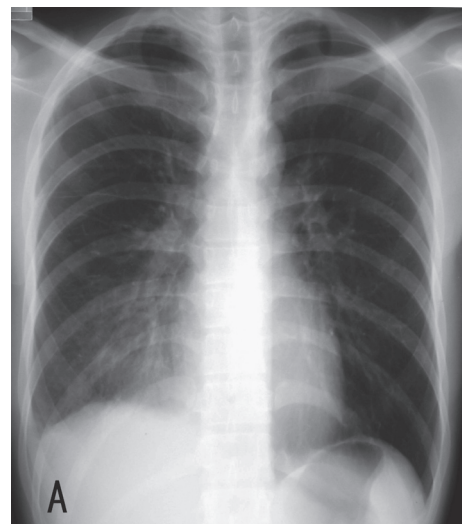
Chest X-ray (A) and CT scan (B) showed a new intra-pulmonary infiltrative shadow.
